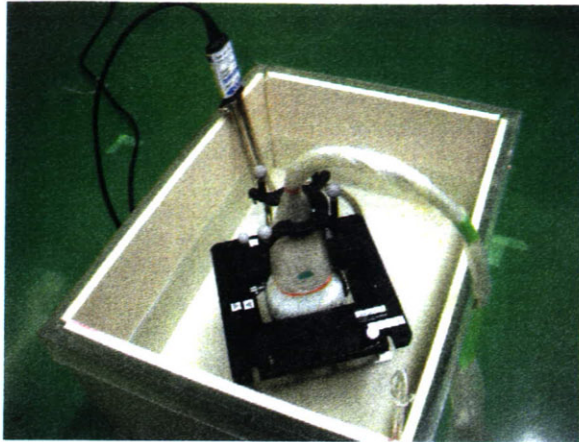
Accuracy testing situation for three-dimensional ultrasound.
